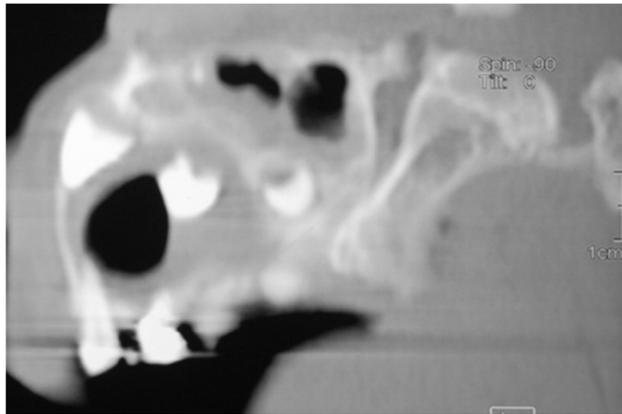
Corte sagital de la tomografía axial computarizada
